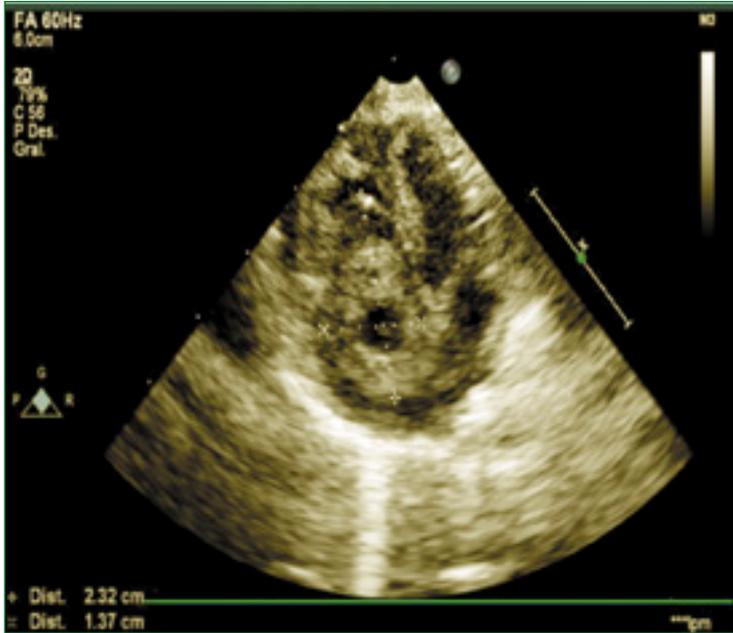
Ecocardiograma transtorácico: corte apical 4 cámaras, donde se observa imagen hiperecogénica en aurícula derecha, con centro hipocogénico que protruye hacia la válvula tricúspide.
